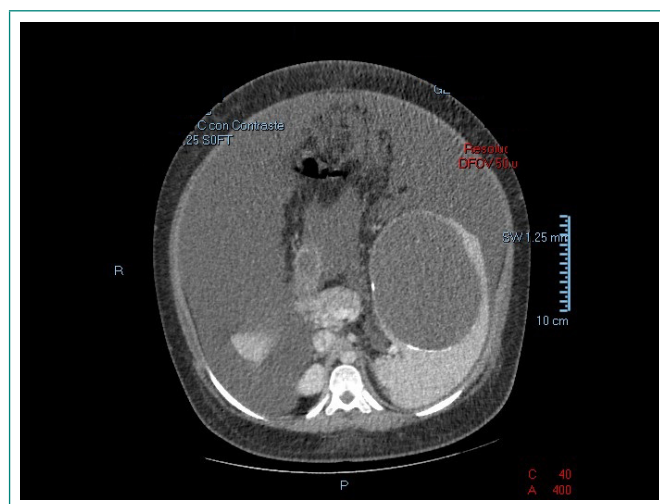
TC abdominopélvica realizada a la paciente
